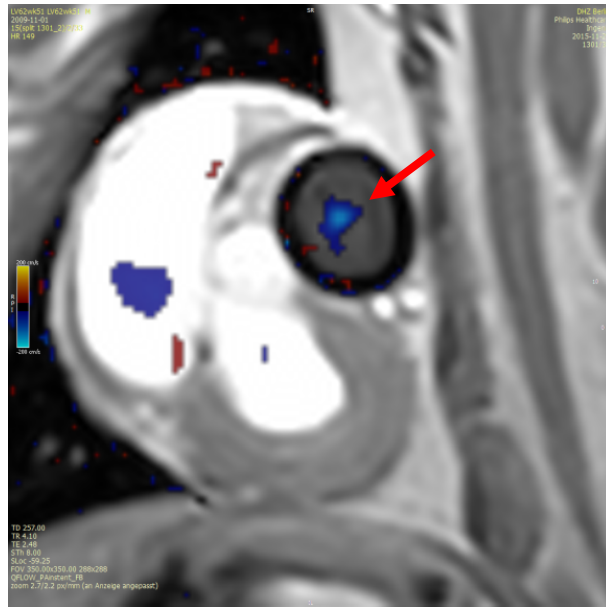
Transversalschnitt des Stents auf Höhe der dTEHV aufgenommen im MRT während der Diastole.
